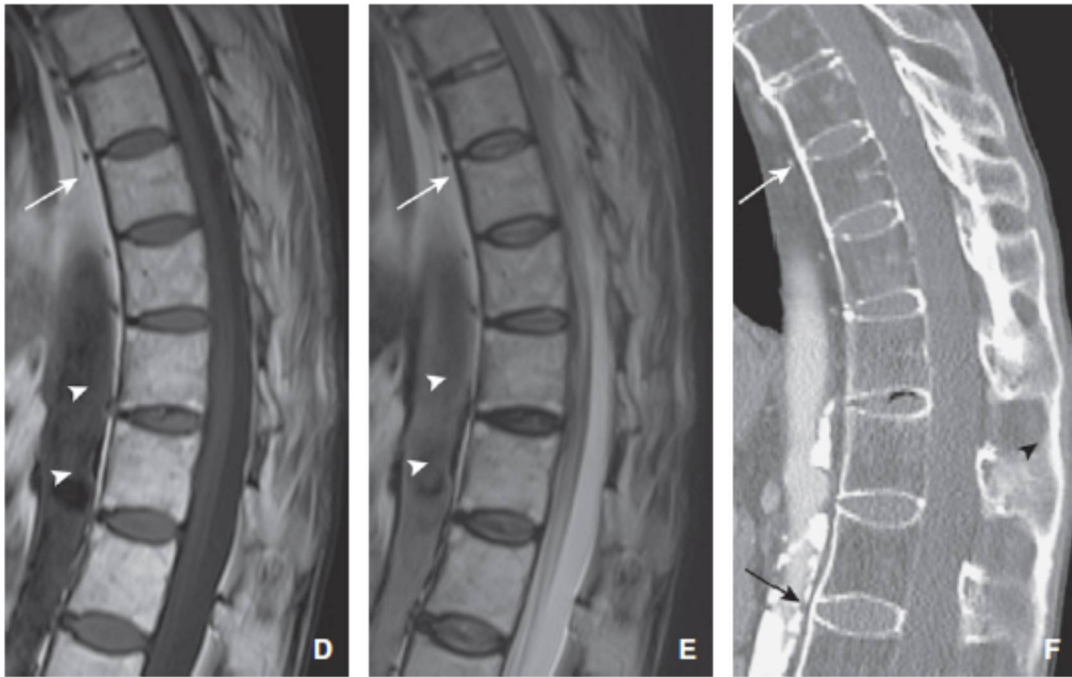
IRM et Scanner du rachis dorsal :
